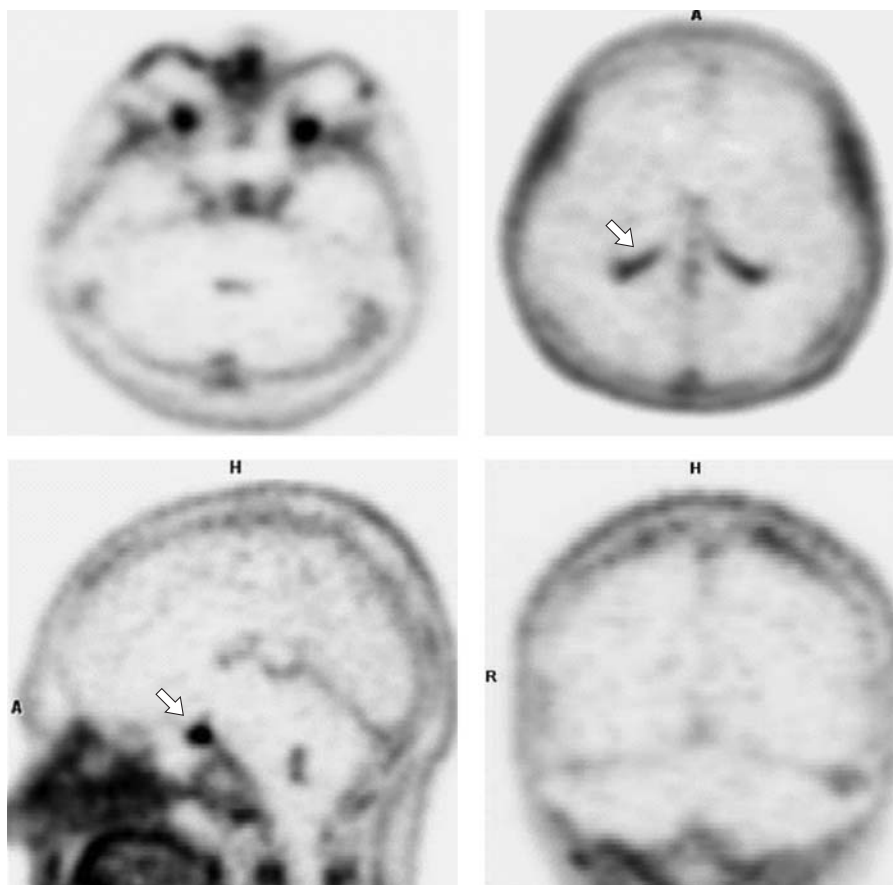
ПЭТ-изображение головы с ^{18}F -холином в норме. Физиологическое накопление РФП в гипофизе и хориоидальных сплетениях головного мозга (стрелки).
